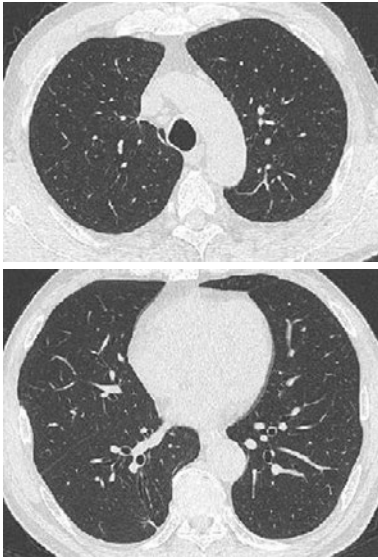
胸部 HRCT (禁煙 7ヶ月後). 両肺の多発性結節影は消失または縮小し, 新たな陰影の出現は認めなかった.
